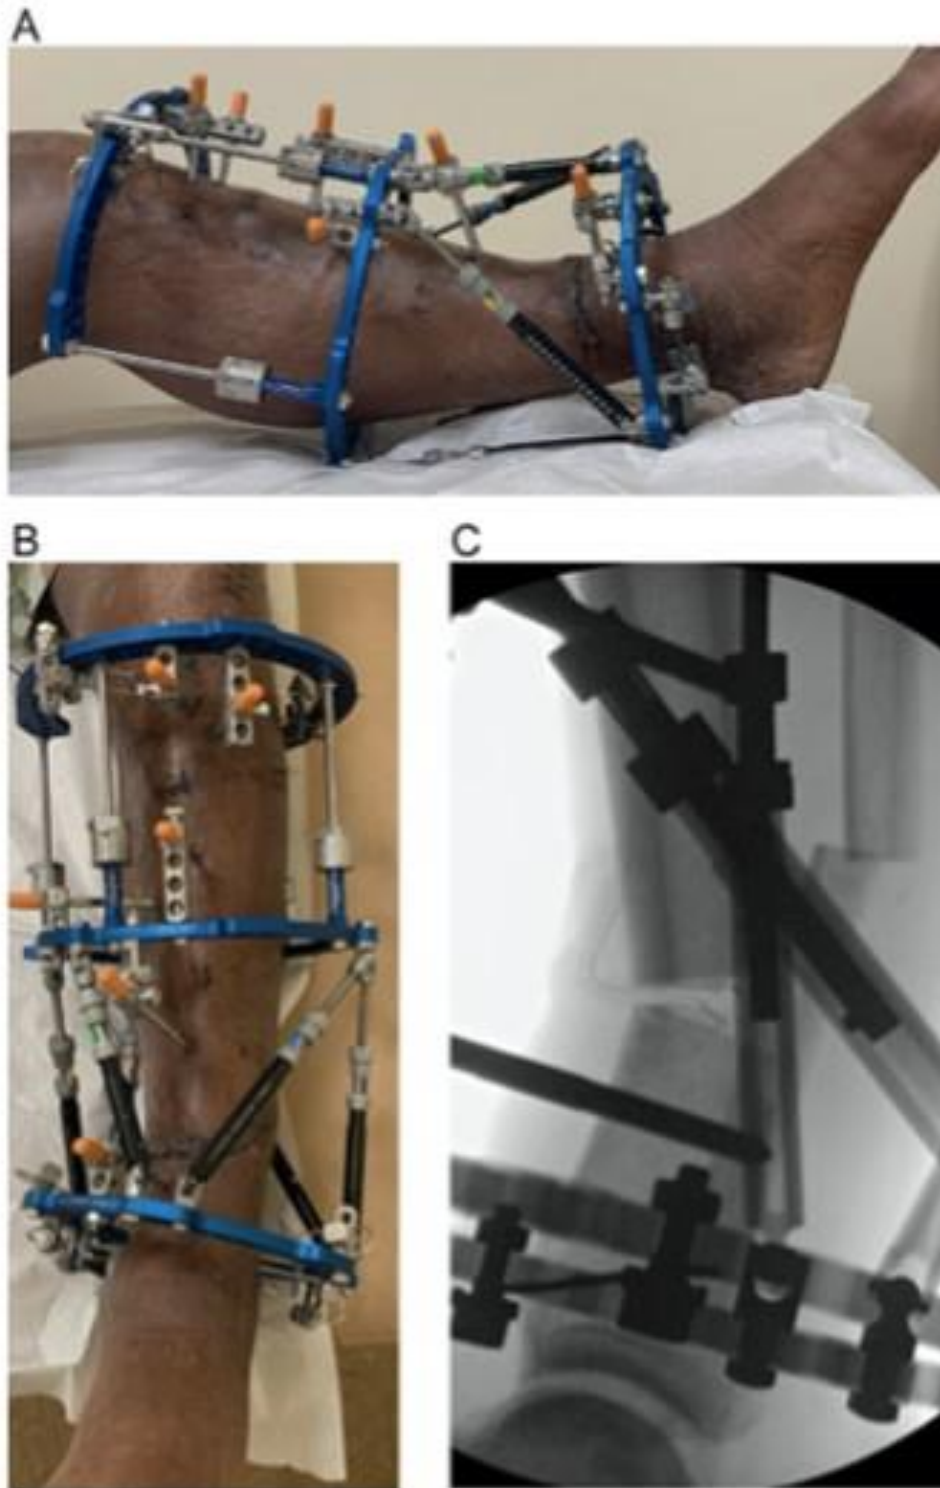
Radiografía de resección y deformidad manual
